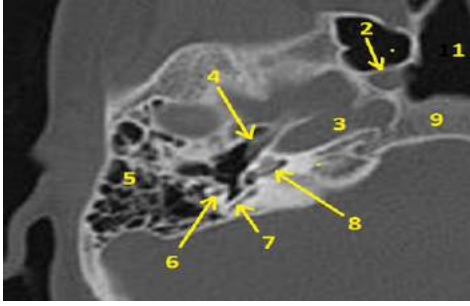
Aksiyal temporal BT kesiti; sfenoid sinüste fokal aerasyon kaybı (1), foramen ovale (2), foramen spinosum (3), mandibular kondil (4), timpanik membran (5), karotid kanal (6), klivus (7), temporal kemik mastoid aerasyonu (8), kohlear alt tabaka (9), fasial sinir (10)
